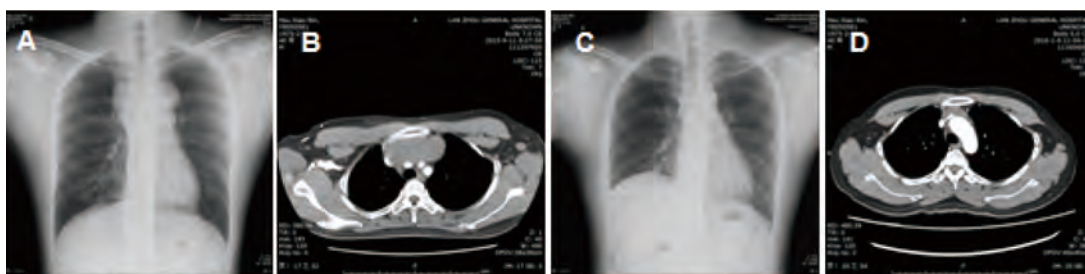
影像学表现。A: 中上纵隔占位性病变; B: 胸部增强CT检查: 前上纵隔占位性病变, 包绕上腔静脉, 半包绕升主动脉及主肺动脉上部; C: 术后复查胸片; D: 前中纵隔肿瘤化疗后复查, 与前片相比, 瘤体有所缩小。
